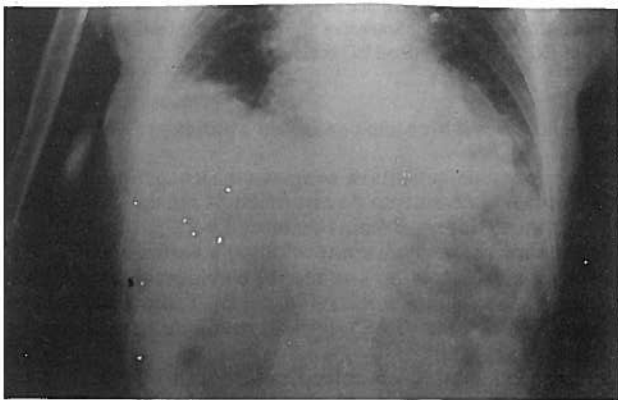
Radiografia simples do abdômen onde é visível o nível hidroaéreo dentro da vesícula.
